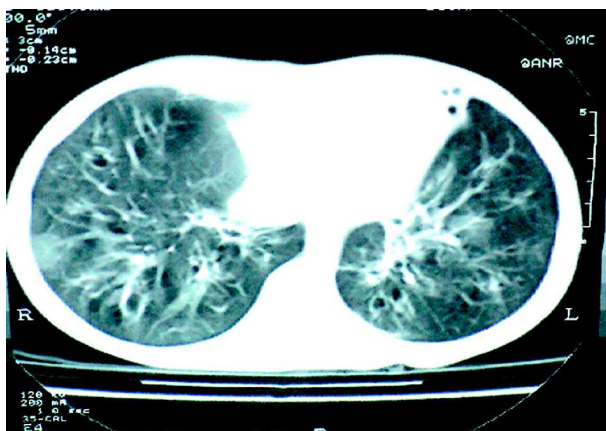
TAC torácico de alta resolução evidenciando áreas de parênquima pulmonar em vidro despolido e bronquiectasias cilíndricas.
